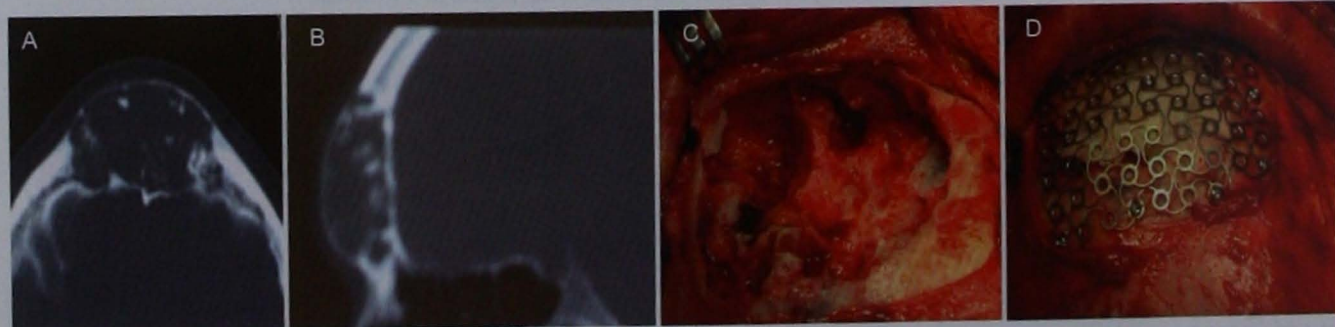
A. Corte axial de tomografía computada simple donde se observa una lesión sólida expansiva en el seno frontal. B. Corte sagital en el que se aprecia un adelgazamiento considerable del hueso frontal. C. Cavitya fresada, libre de tumor. D. Fijación del hueso frontal con una malla de titanio.
